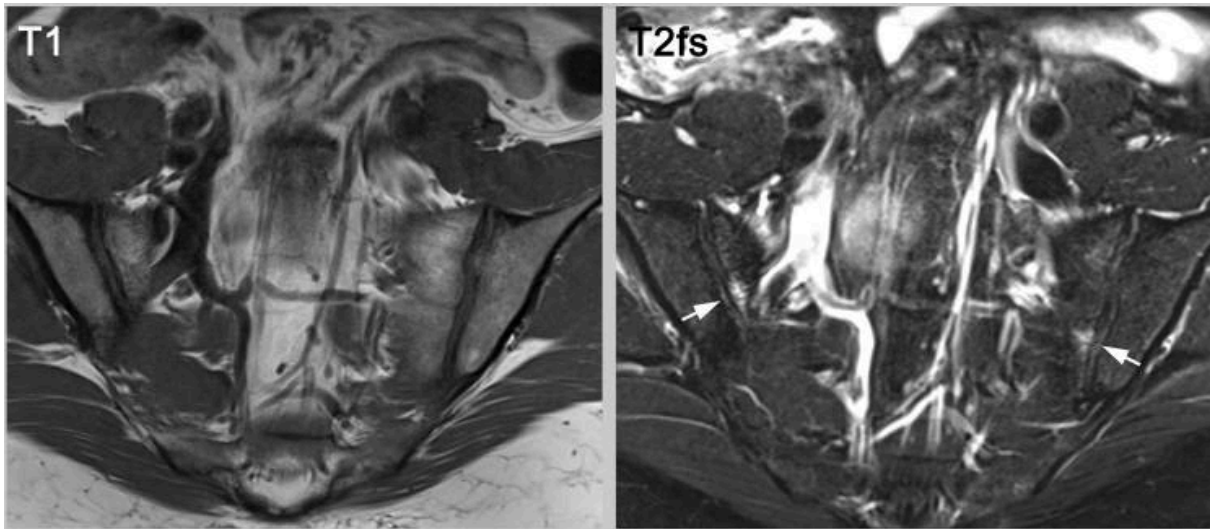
MRT einer jungen Frau mit Knochenmarksödem [71]
